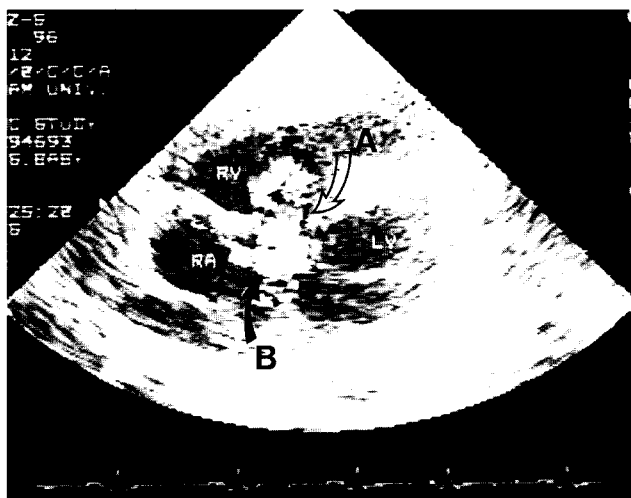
Preoperative 2-dimensional echocardiogram shows massive tricuspid valve regurgitation. The arrow(A) shows tricuspid valve and arrow(B) shows regurgitant flow toward RA.
